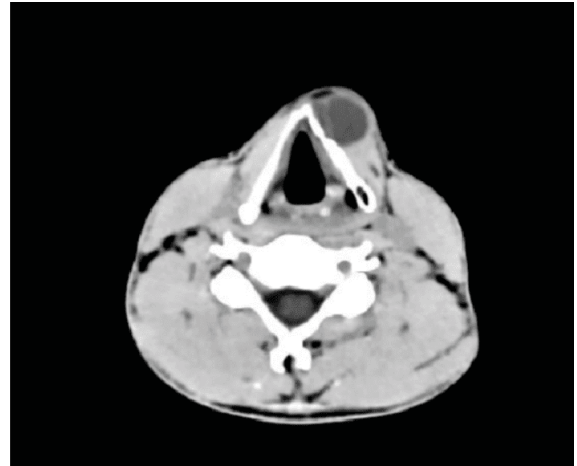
Компьютерная томография мягких тканей шеи в аксиальной проекции. Визуализируется кистозное образование передней области шеи
